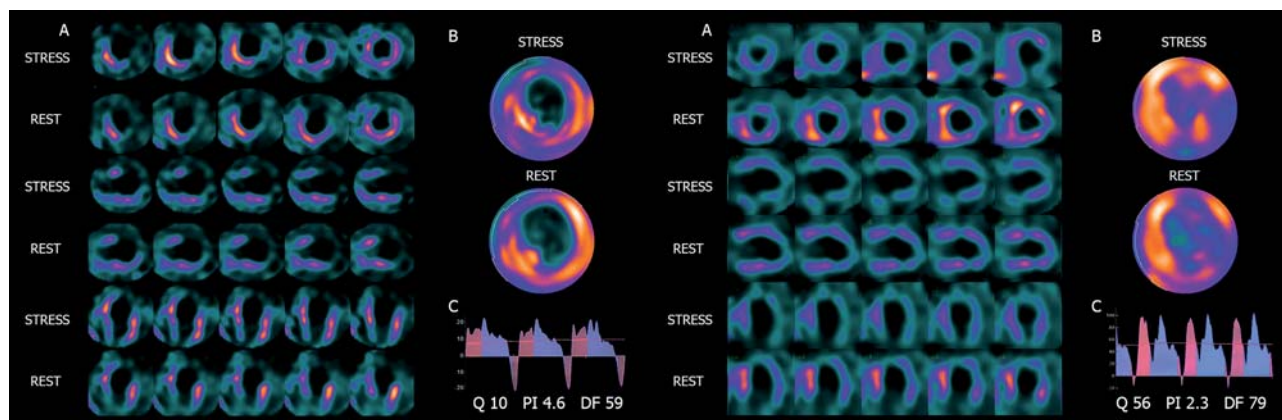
Показатели перфузии по данным ПСМ (А, В) у пациентов с ишемической кардиомиопатией с неудовлетворительными ($Q < 11.5$, слева) и удовлетворительными ($Q > 11.5$, справа) показателями объемной скорости кровотока по МКШ к ПНА (С).
